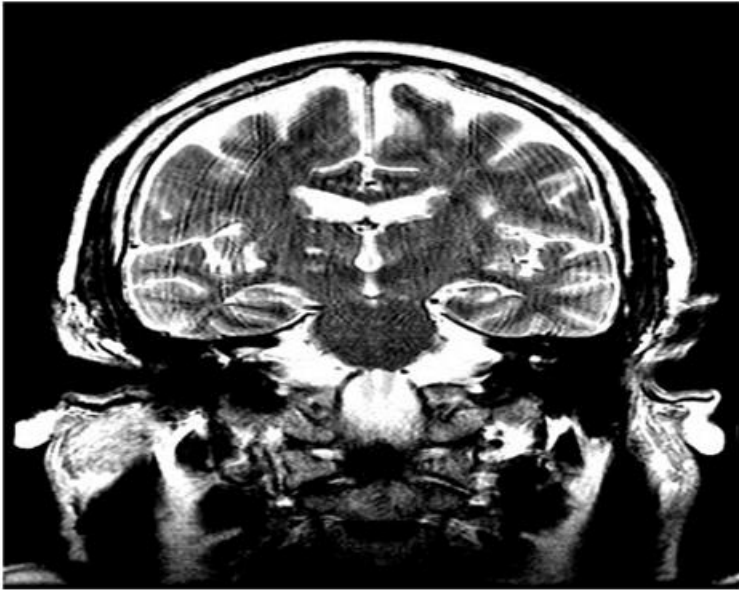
Corte frontal de resonancia magnética nuclear cerebral. *Fast Spin Echo* (FSE) potenciado en T2.
